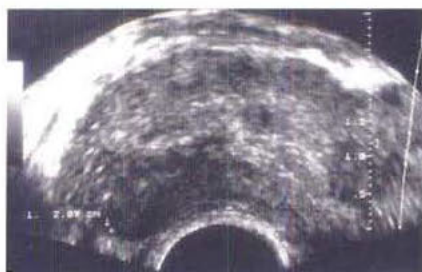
Échographie endorectale montrant un cancer de prostate : nodule hypoéchogène à la partie droite de la prostate périphérique (voir mesures).
